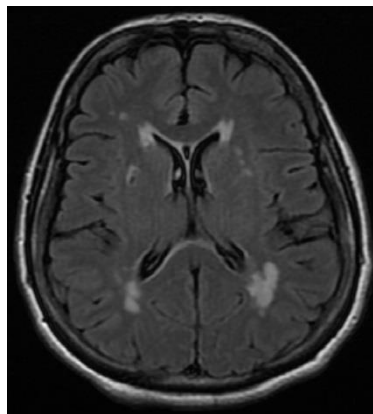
świeże małe podkorowe zawały w DWI (hiperintensywne), FLAIR (hiperintensywne) i T2 (hiperintensywne). Źródło; Zakład Radiologii Szpitala Uniwersyteckiego w Krakowie.
